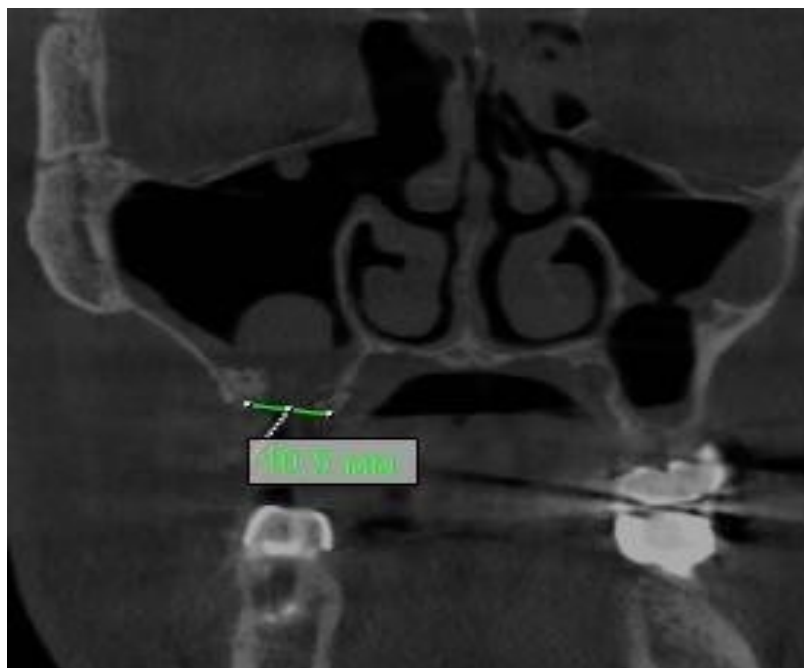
КТ признаки мукоцеле, резецированного крючковидного отростка
